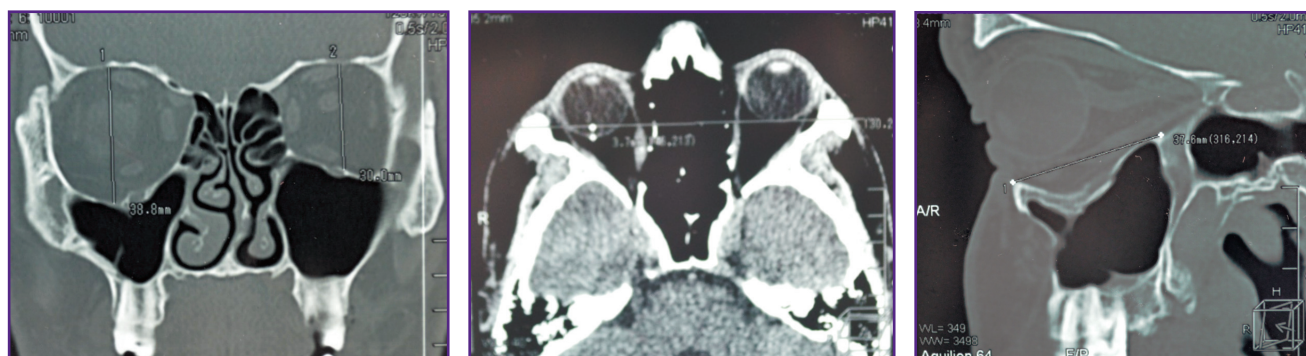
Пациент Н. МСКТ черепа до операции (фронтальный, аксиальный и сагиттальный срезы)
